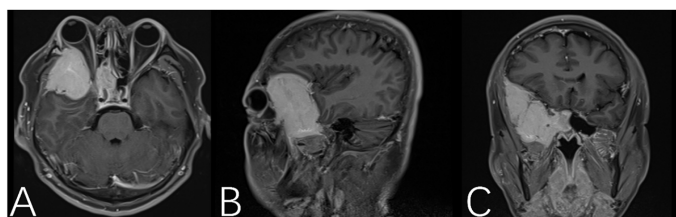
Cerebral MRI axial (A); Sagittal (B); Coronal (C)
